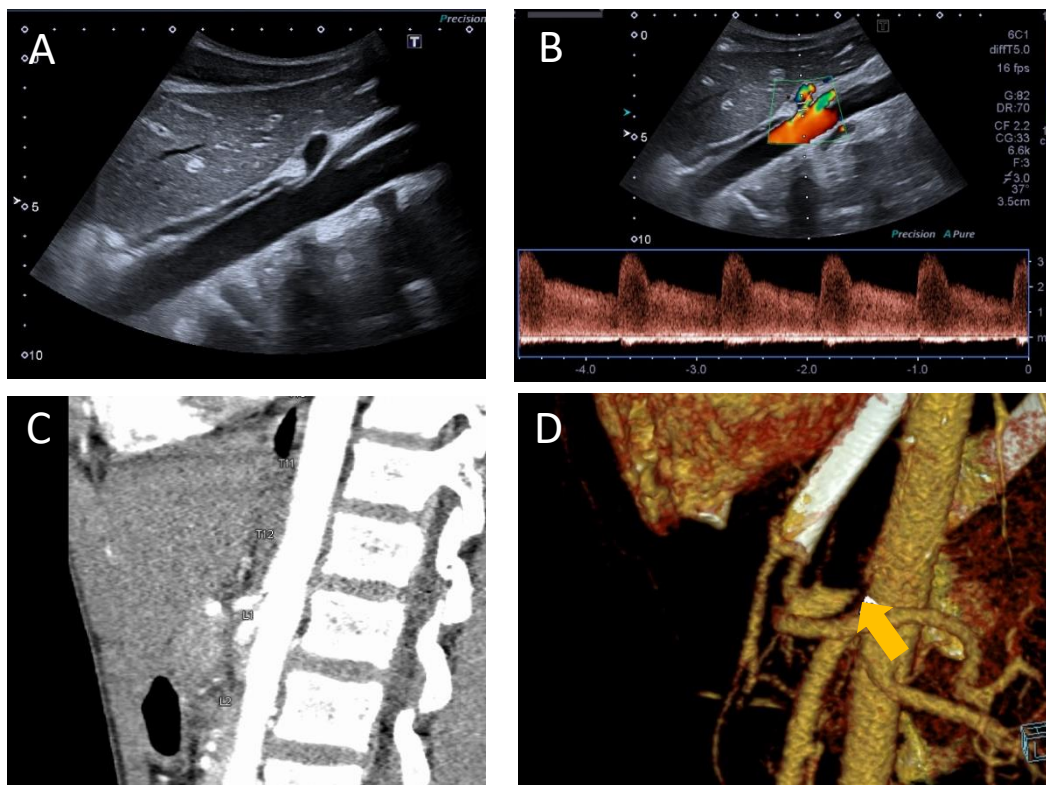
Paciente pediátrico con dolor abdominal crónico y vómitos frecuentes. La imagen A muestra en ecografía la estenosis del tronco celiaco en su origen. La imagen B muestra la repercusión hemodinámica, obteniendo una velocidad pico de aproximadamente 300 cm/s. En la imagen C se observa un corte sagital del angioTC y en D se ha realizado una reconstrucción en tres dimensiones, donde se comprueba la estenosis y presencia de dilatación postestenótica.
